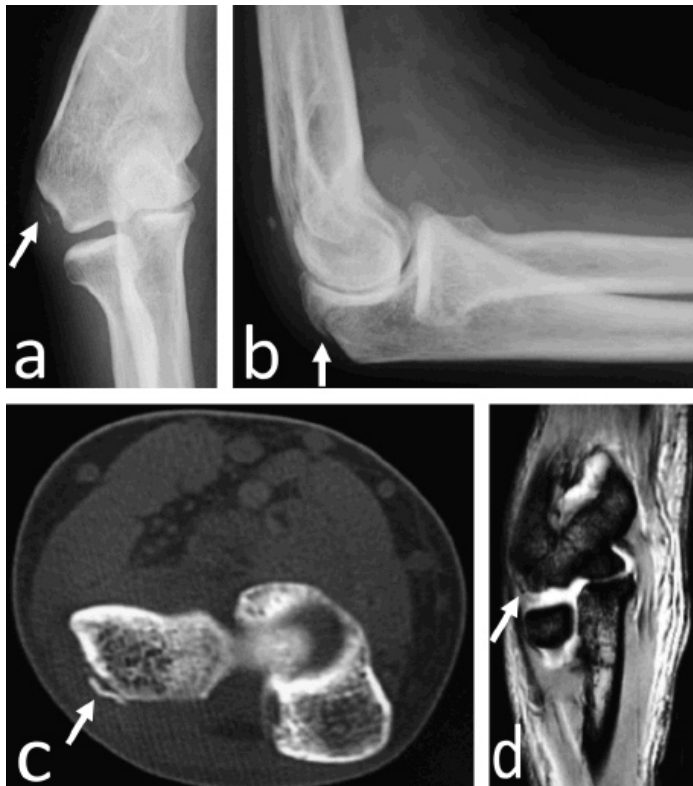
a, b: 術前単純 X 線, c: 術前 CT, d: 術前 MRI
